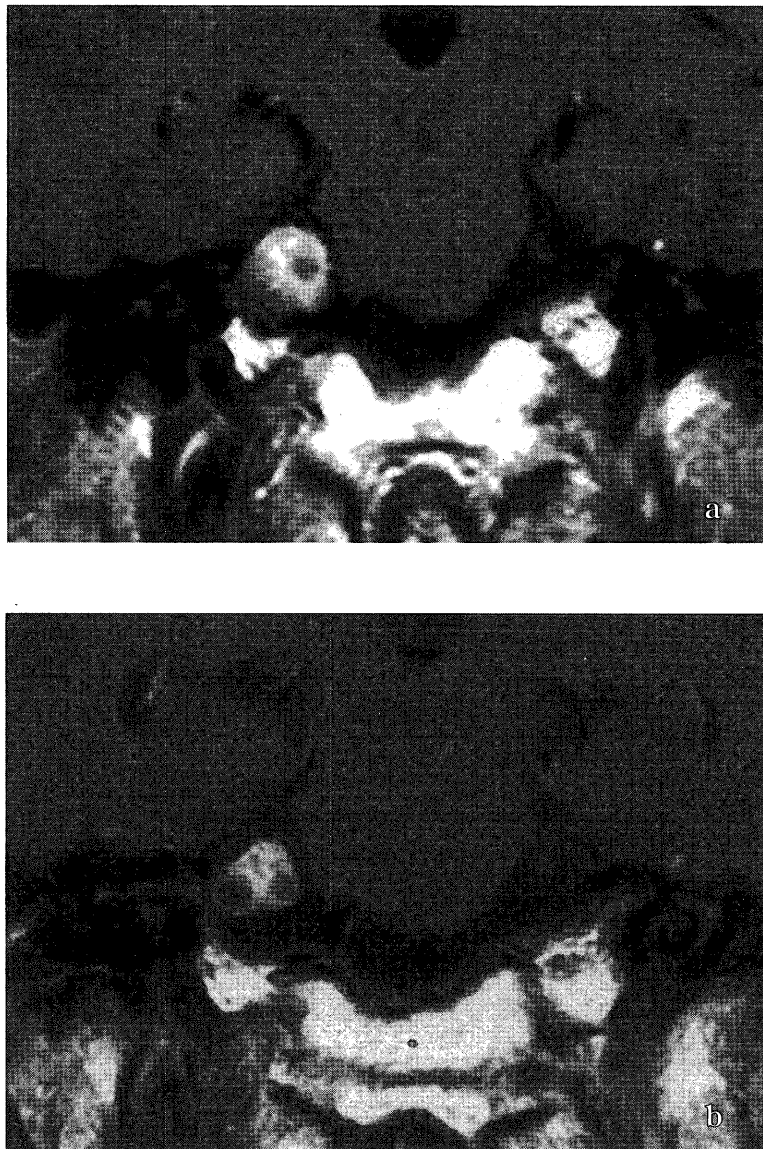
Small (MD < 23.3 mm) および solid type 典型例での MRI 所見.
